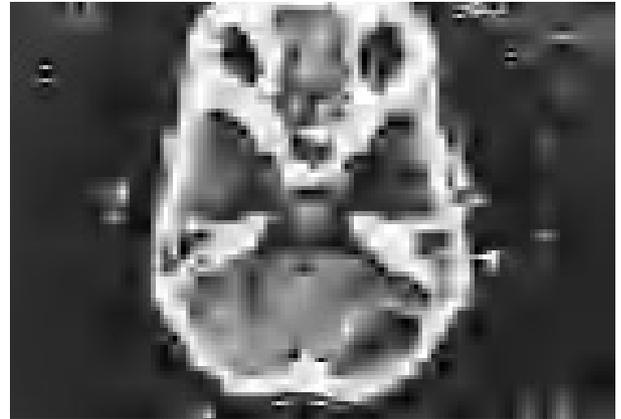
Tomografía computarizada axial postcontraste: la imagen muestra una colección hipodensa con realce meníngeo perilesional, correspondiente a un empiema epidural en la fosa craneal posterior izquierda. Ocupación de celdas mastoideas izquierdas.
